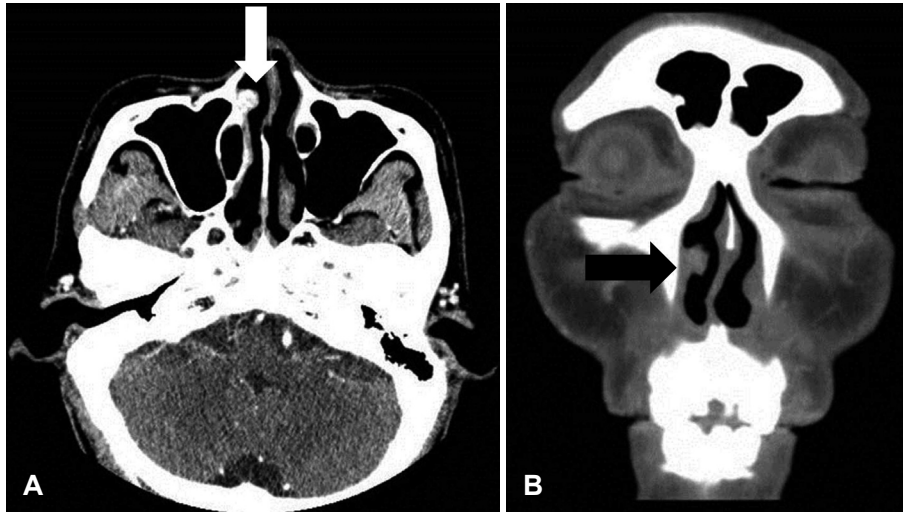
Paranasal sinus computed tomography scans (A: axial image, B: coronal image) revealed a suspicious hemangiomatic mass at right nasal cavity (A: white arrow, B: black arrow).
